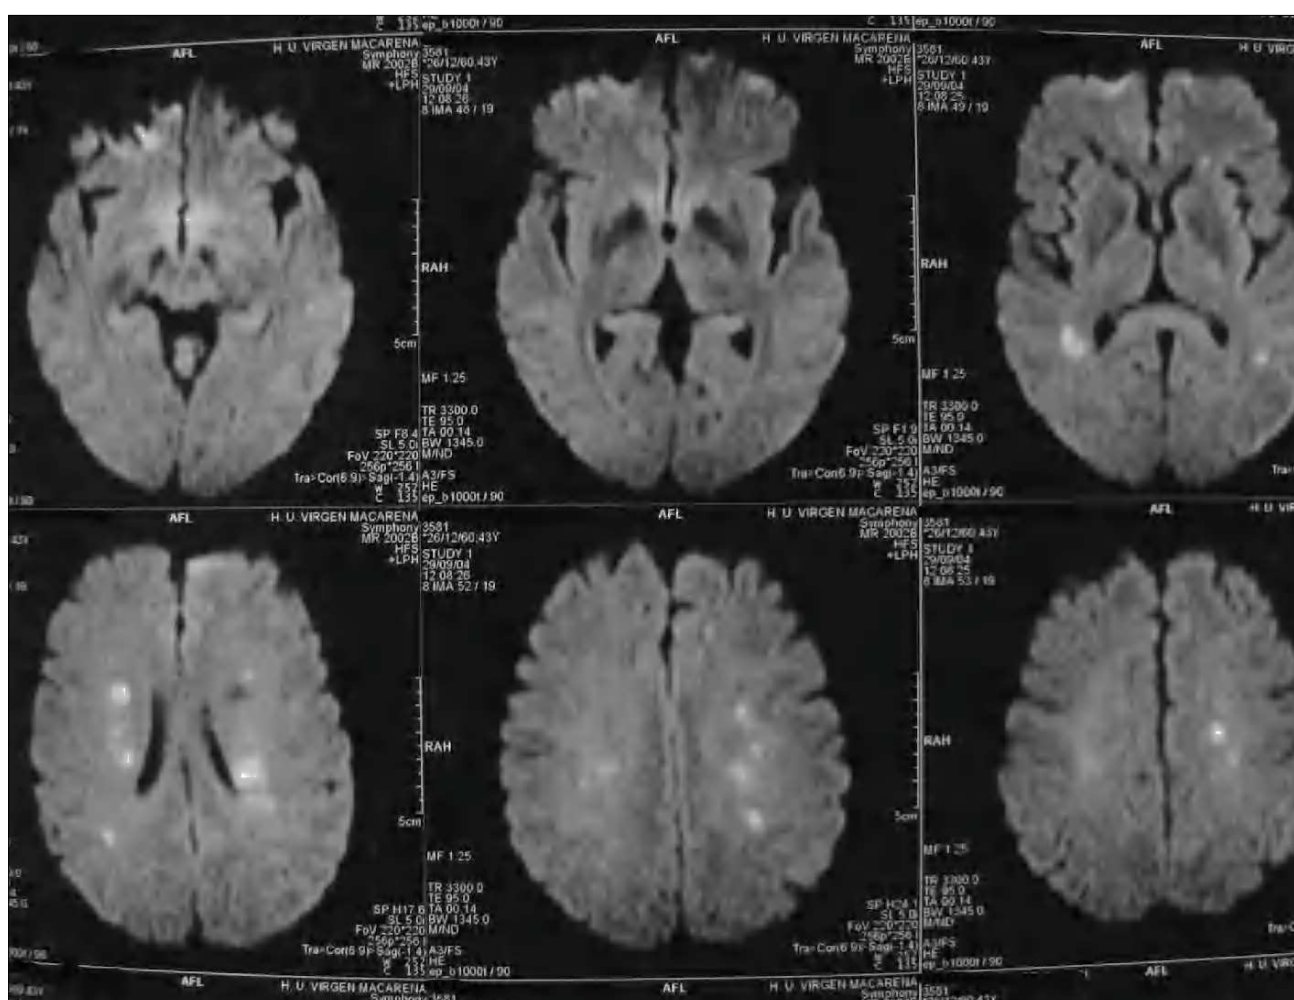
RM en la que se aprecian tenues captaciones en sustancia blanca frontoparietal bilateral.
